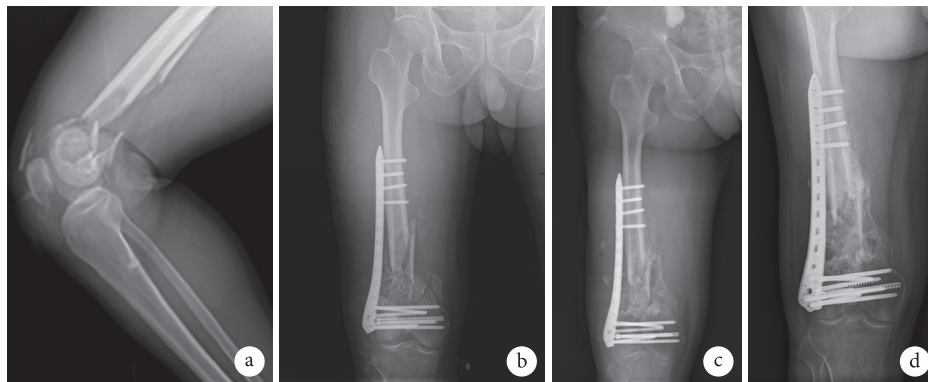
改良组患者,男,38岁,右股骨远端C3型骨折X线片 a.术前;b.术后第3天;c.术后3个月;d.术后5个月
